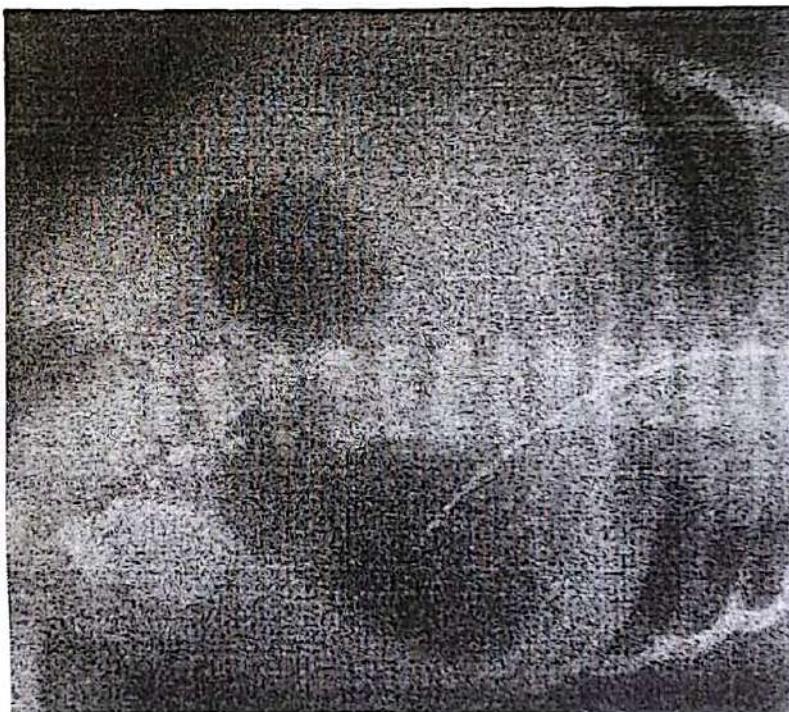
Radiografie abdominală: semnul „bulă dublă” din atrezia duodenală.
